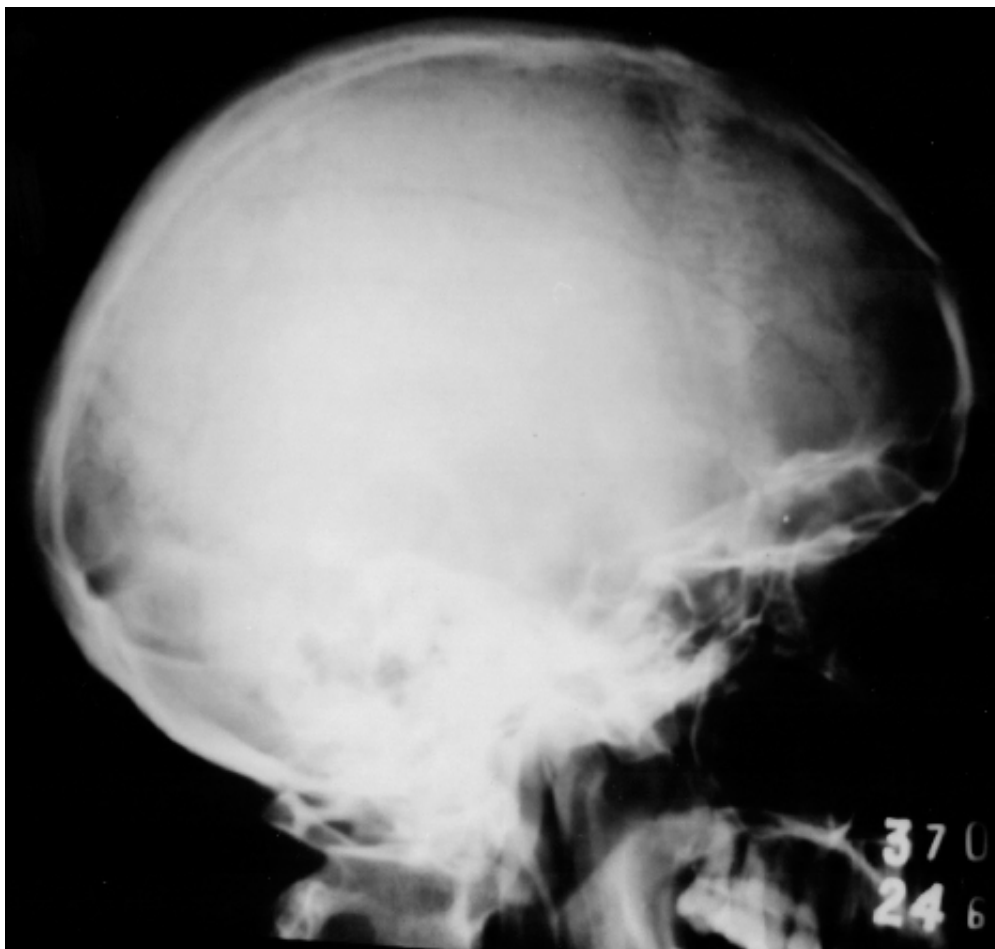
Radiografia simples de crânio. Observa-se grande traço de fratura frontoparietal.
